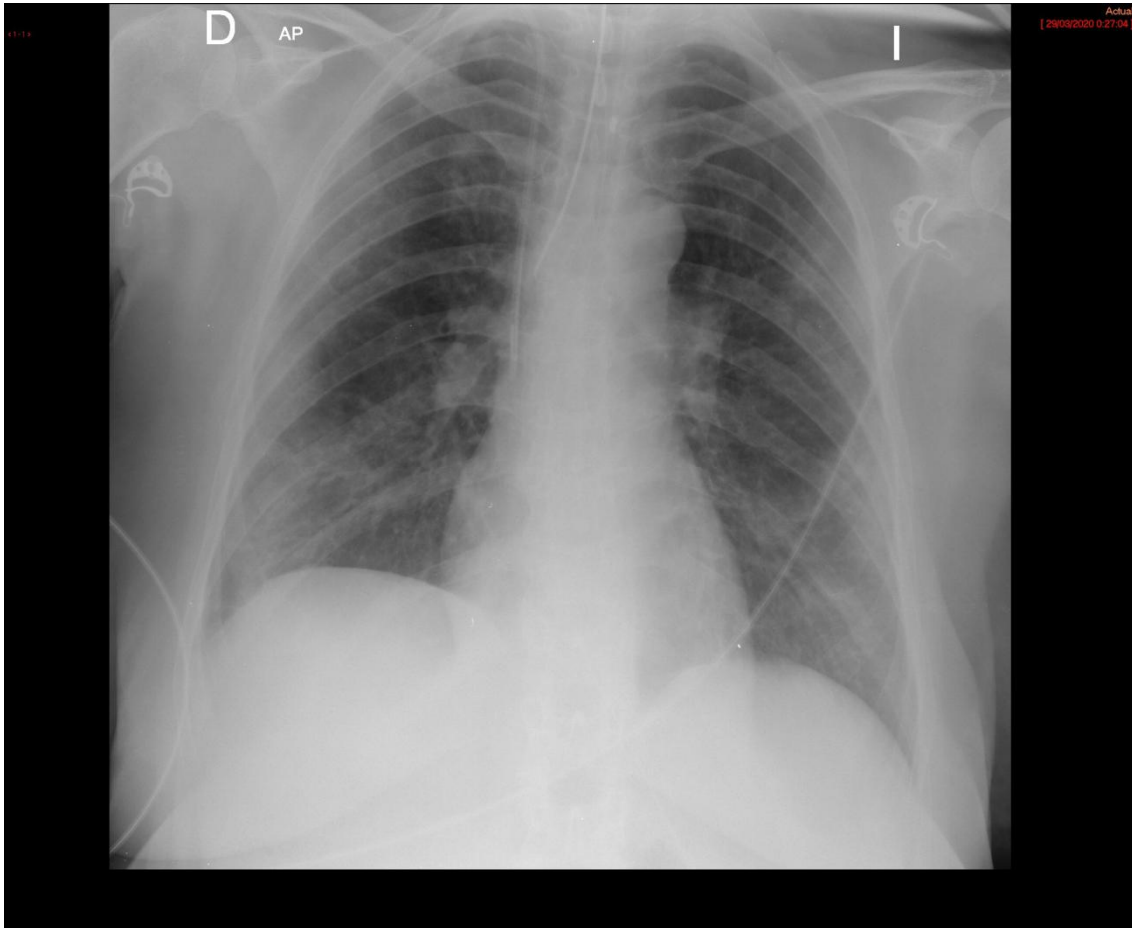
Rx de tórax realizada en la UVI pocas horas después en la que se visualizan infiltrados en vidrio deslustrados periféricos. Es de destacar la mayor sensibilidad de la TC
